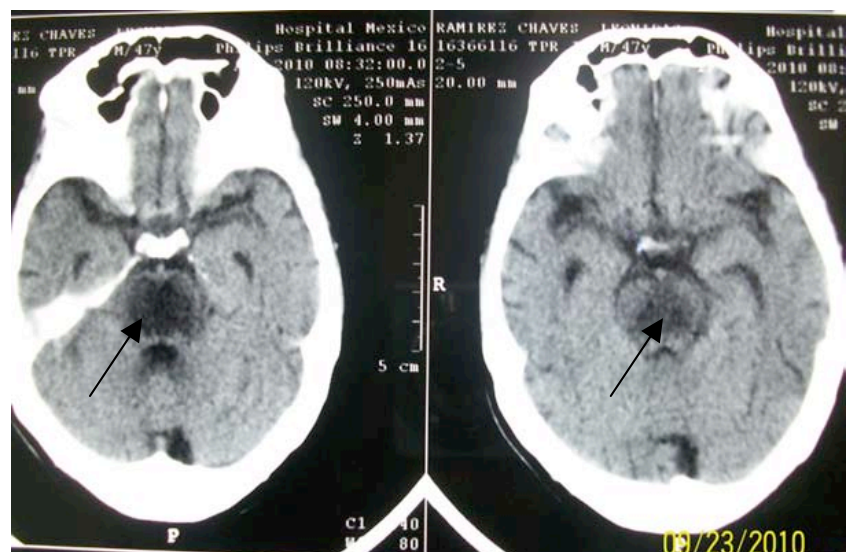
Tomografía de cráneo sin medio de contraste. Se observa lesión hipodensa que involucra la totalidad de la región pontina y la porción distal del mesencéfalo
